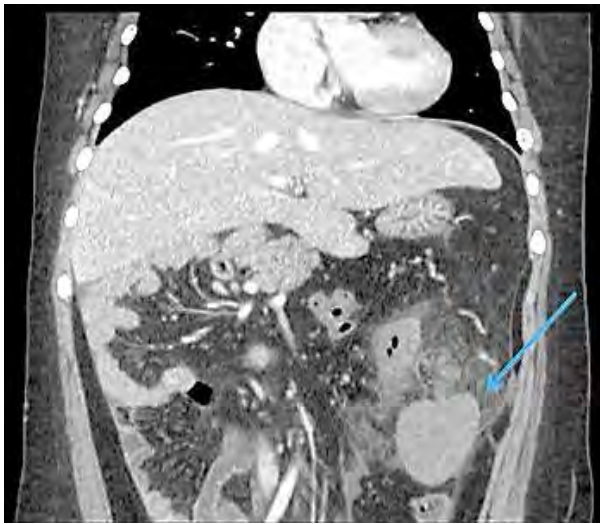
8-летняя девочка обратилась в отделение детской хирургии с жалобами на боли в левом подреберье живота. Ей была проведена компьютерная томография, которая продемонстрировала наличие нескольких мелких селезенок и дополнительную массу мягких тканей. Была выполнена лапароскопическая спленэктомия. Макроскопическое исследование показало добавочную селезенку весом 118 г с выраженной гиперемией и кровоизлиянием. Заключение – *дополнительная селезенка* (Landmann A., 2016)
